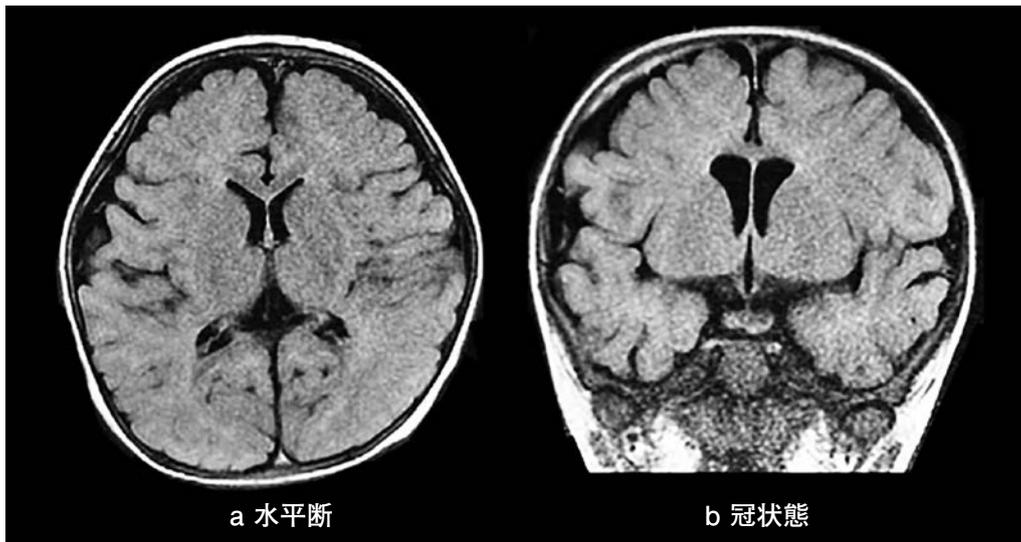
頭部単純MRI (症例2；初診から6ヶ月後)
